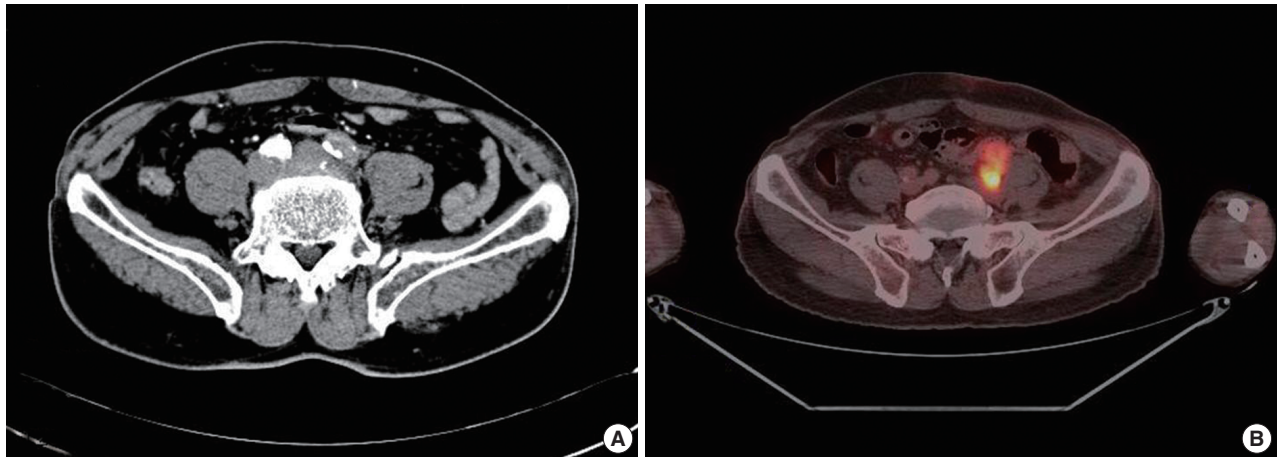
(A) Computed tomography scan demonstrates an intravascular filling defect with peripheral mural enhancement at the proximal portion of the left common iliac artery. (B) Positron emission tomography scan demonstrates a focal intensely hypermetabolic lesion at the internal iliac artery, which is consistent with a primary cancer lesion.
